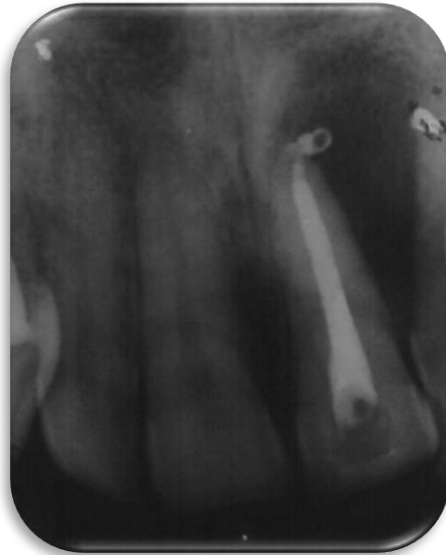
Radiografia periapical final
